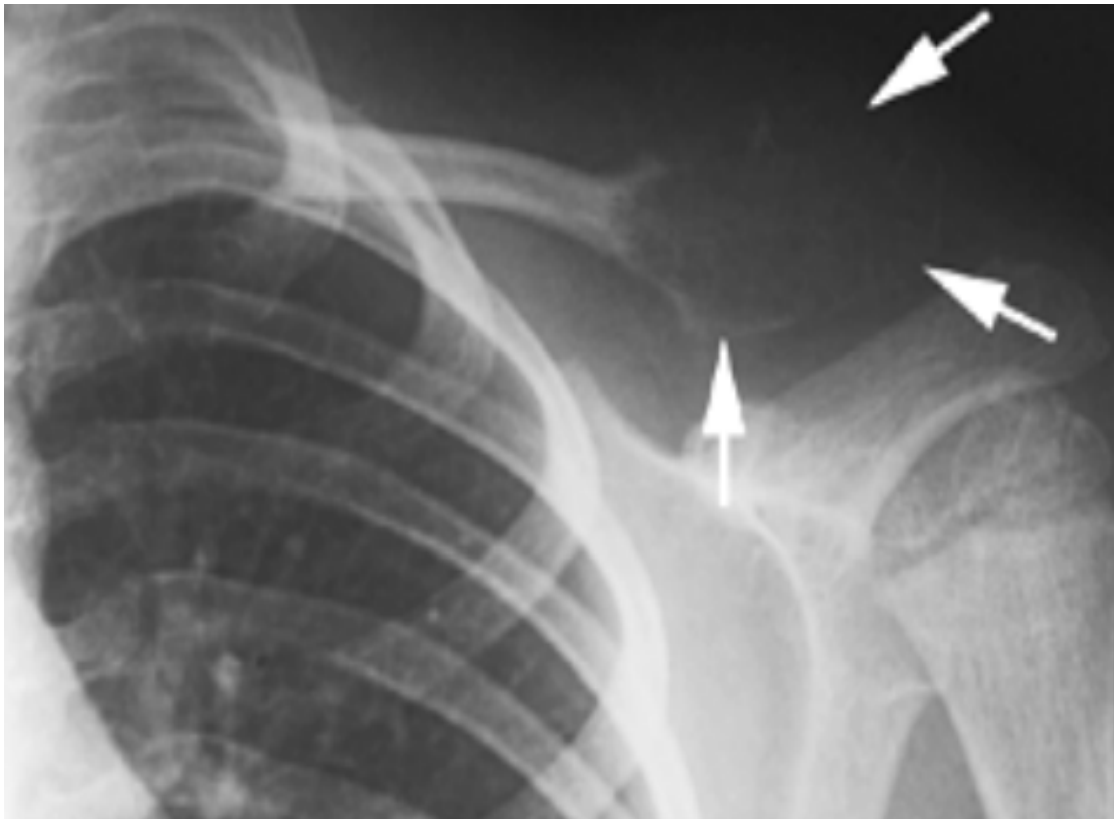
Radiographie de thorax montrant un kyste anévrysmal de la clavicule.
